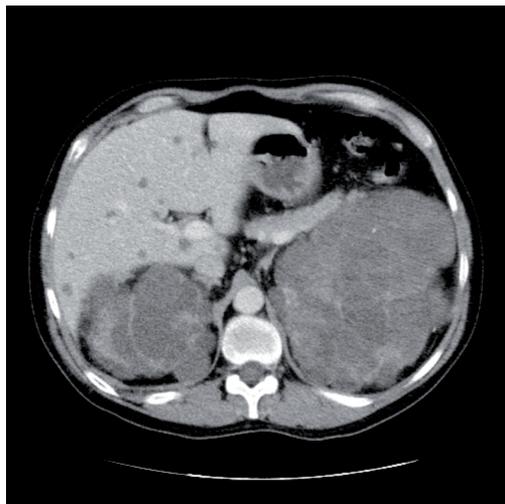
Poliquistosis hepatorenal. TC.
